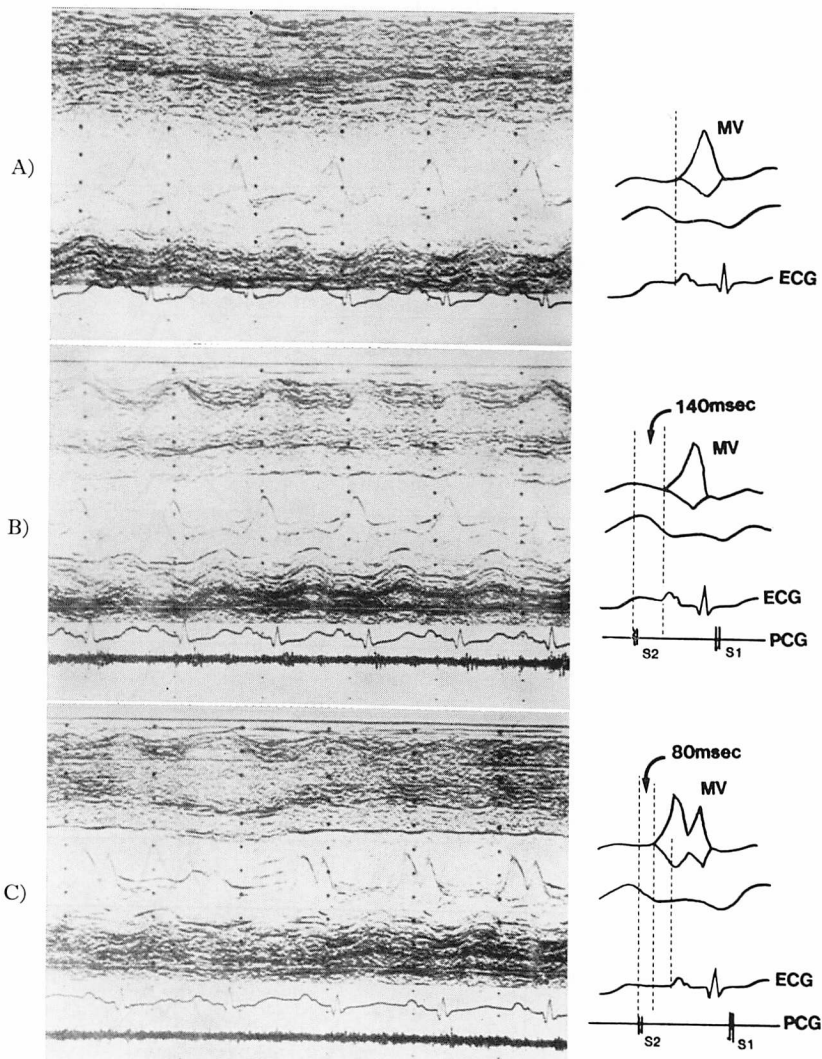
Echocardiograms of the mitral valve in Case 7.
